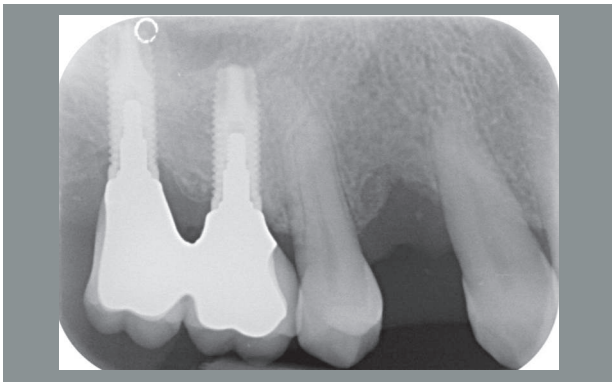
Controllo radiografico endorale a distanza di 6 mesi dall'estrazione dell'elemento 1.4
